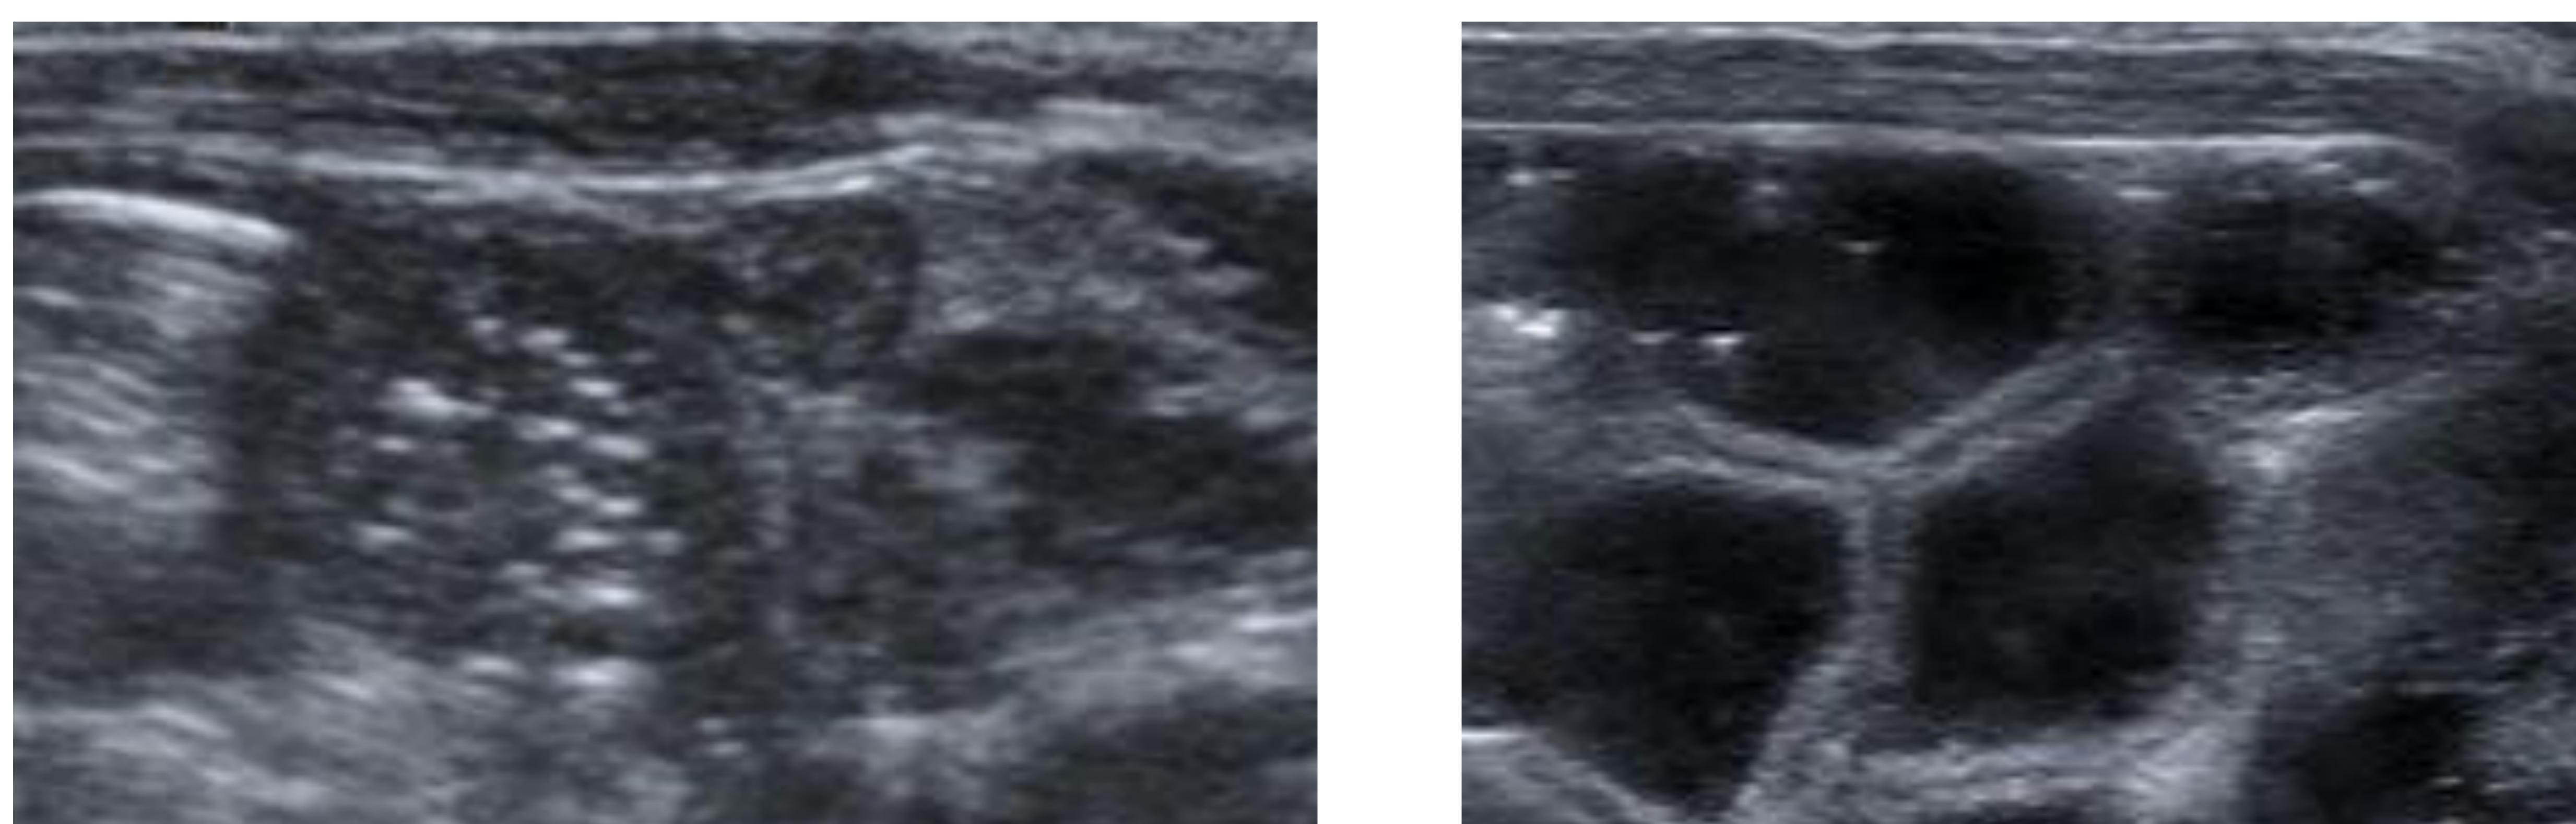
Imágenes de ecografía
